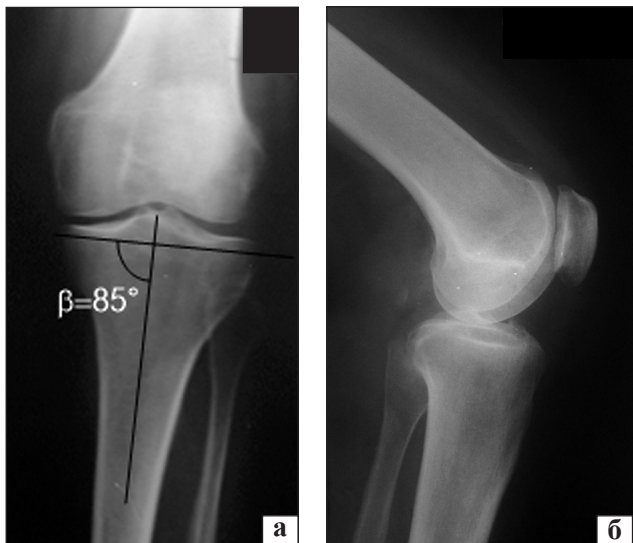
Рентгенограммы левого коленного сустава больной Б.: а) фасная проекция стоя (сужение суставной щели по медиальному отделу); б) профильная
